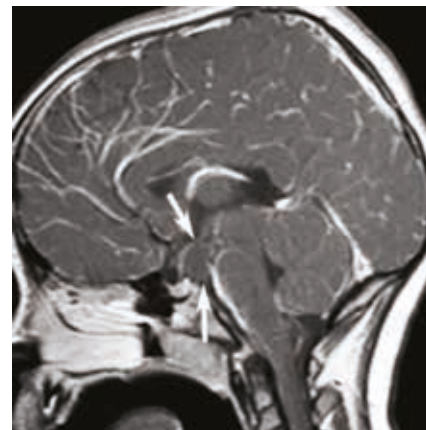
RM sella turcica
